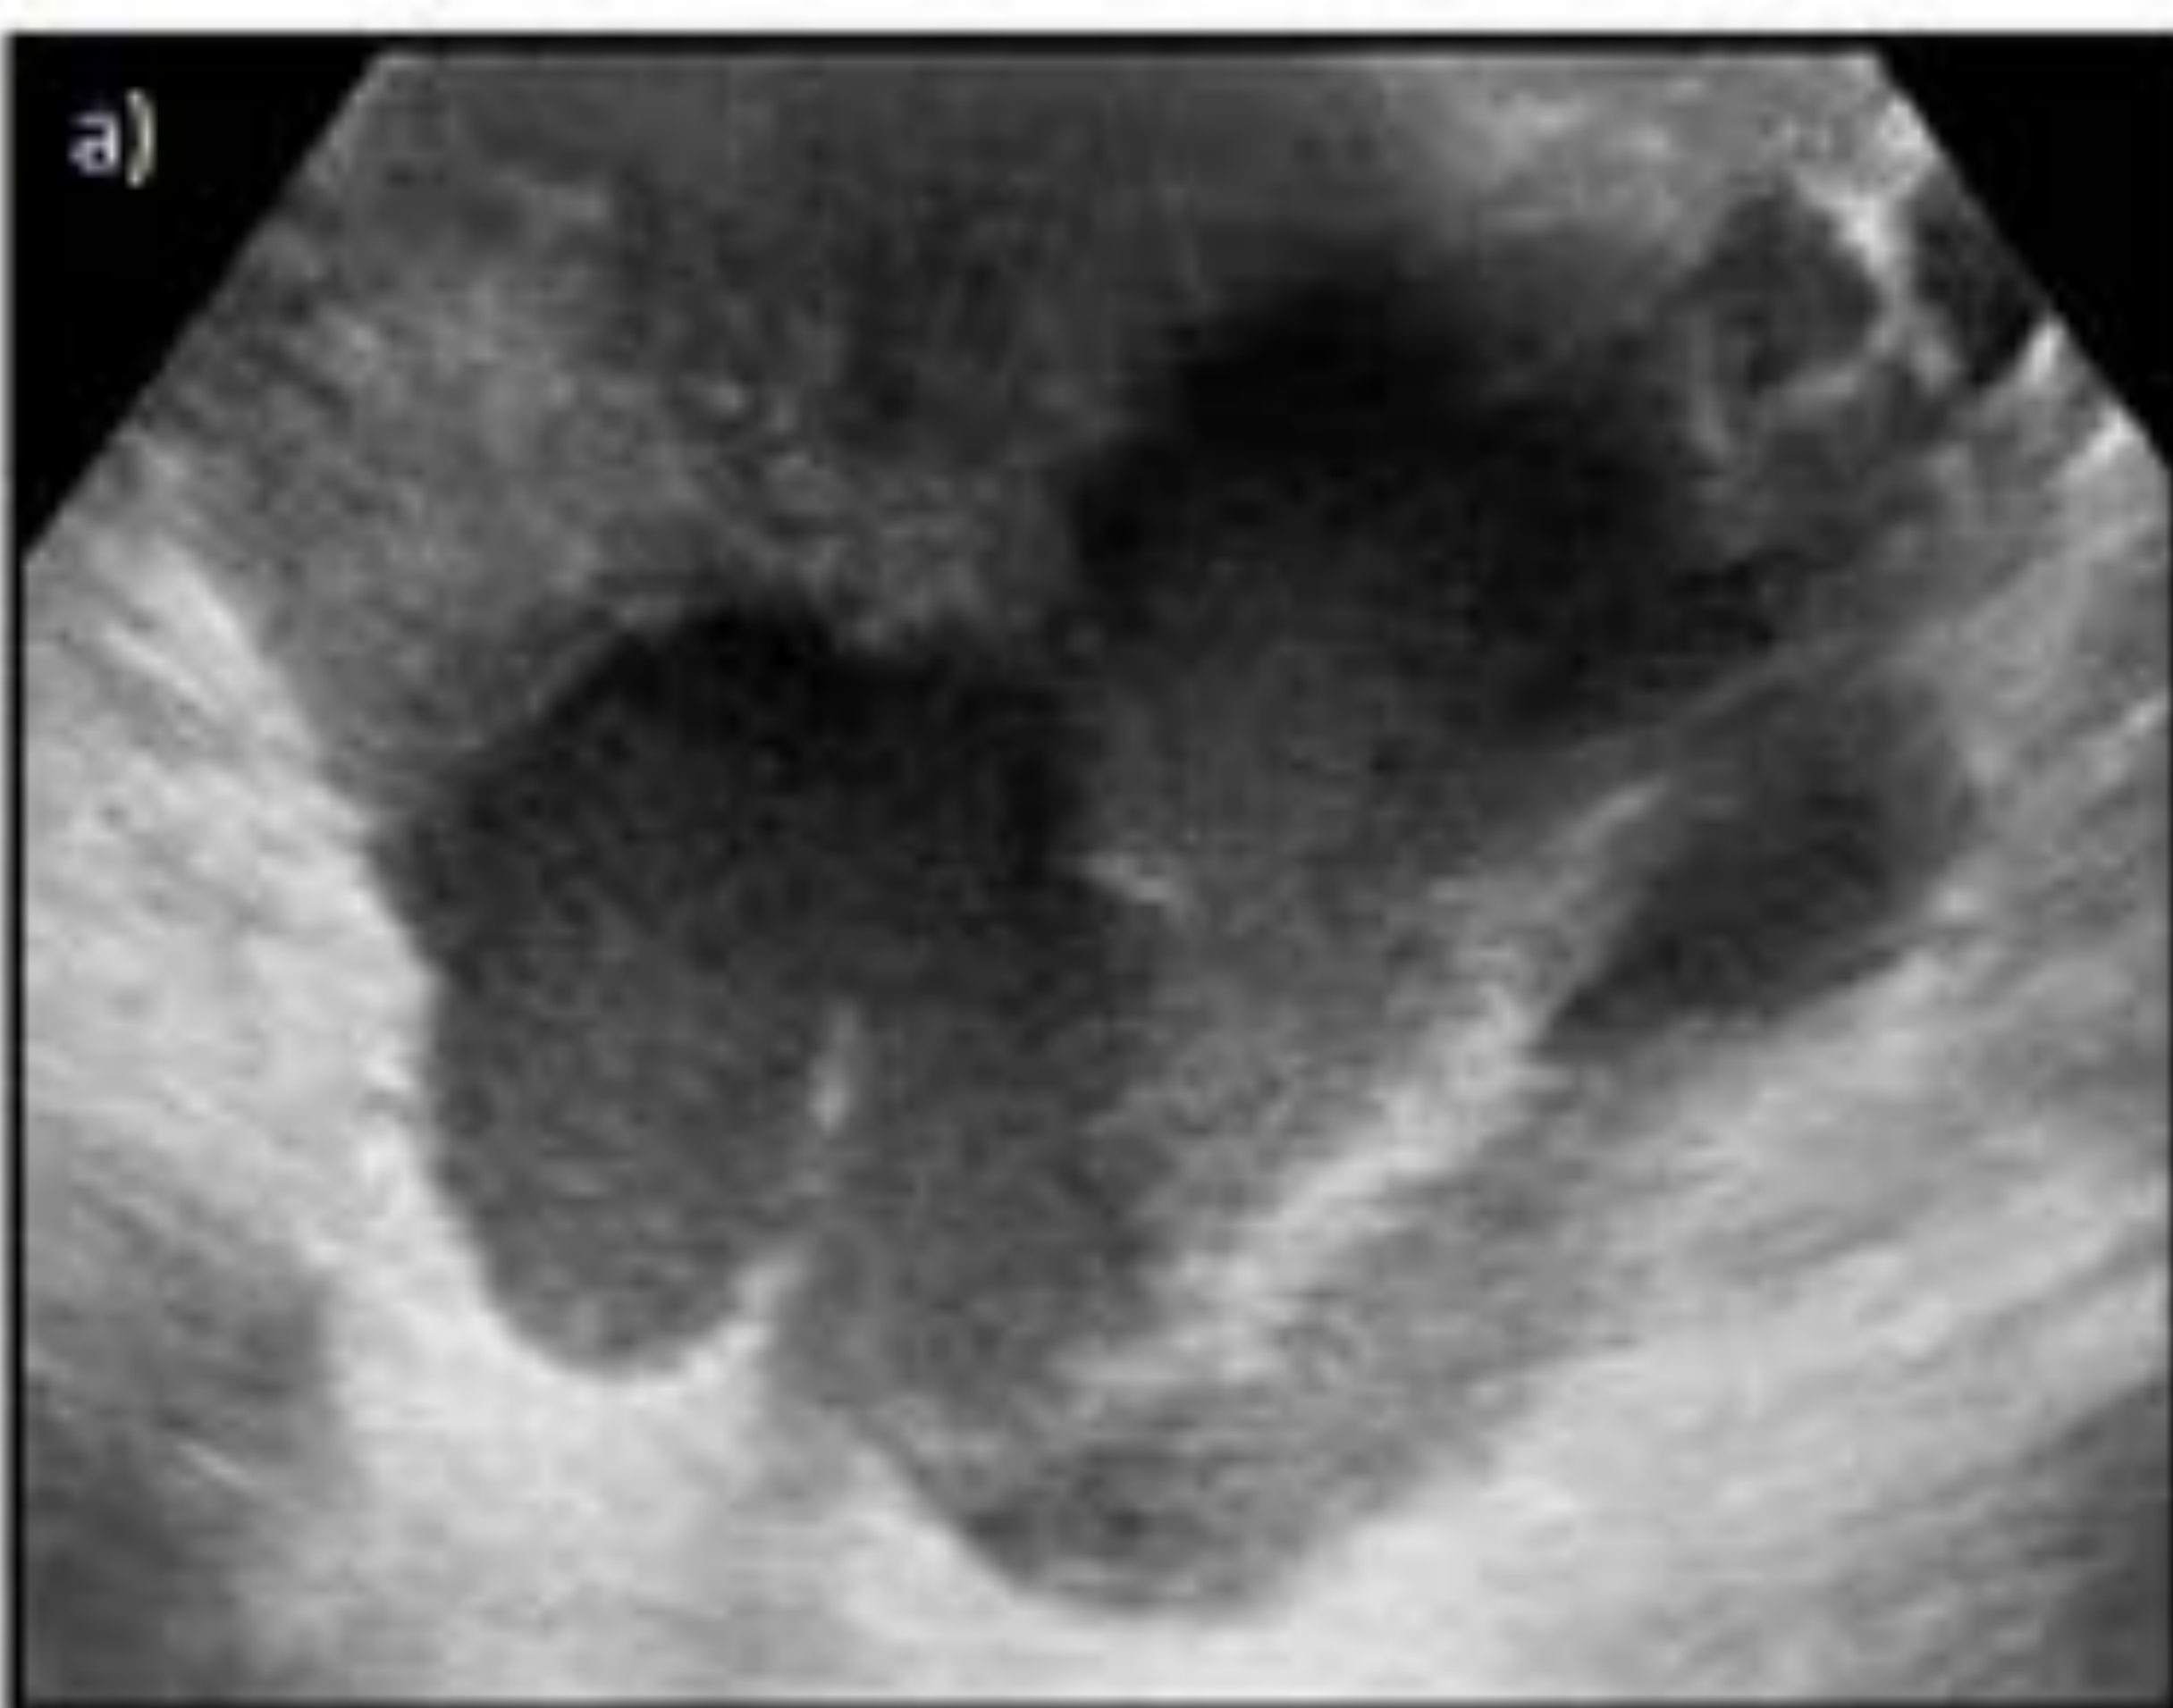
Hidrosálpinx. a) Imagen de ecografía en la que se aprecia una estructura tubular tortuosa, que corresponde a la trompa, con contenido hipoecoico. b) Corte axial de TC abdomino-pélvico con contraste intravenoso en fase portal: se visualiza la trompa izquierda, de morfología serpinginosa, rellena de contenido líquido, sin niveles hemáticos sugestivos de complicación. Se aprecia el signo del tabique incompleto (en rueda dentada). Escasa cantidad de líquido libre en pelvis.
